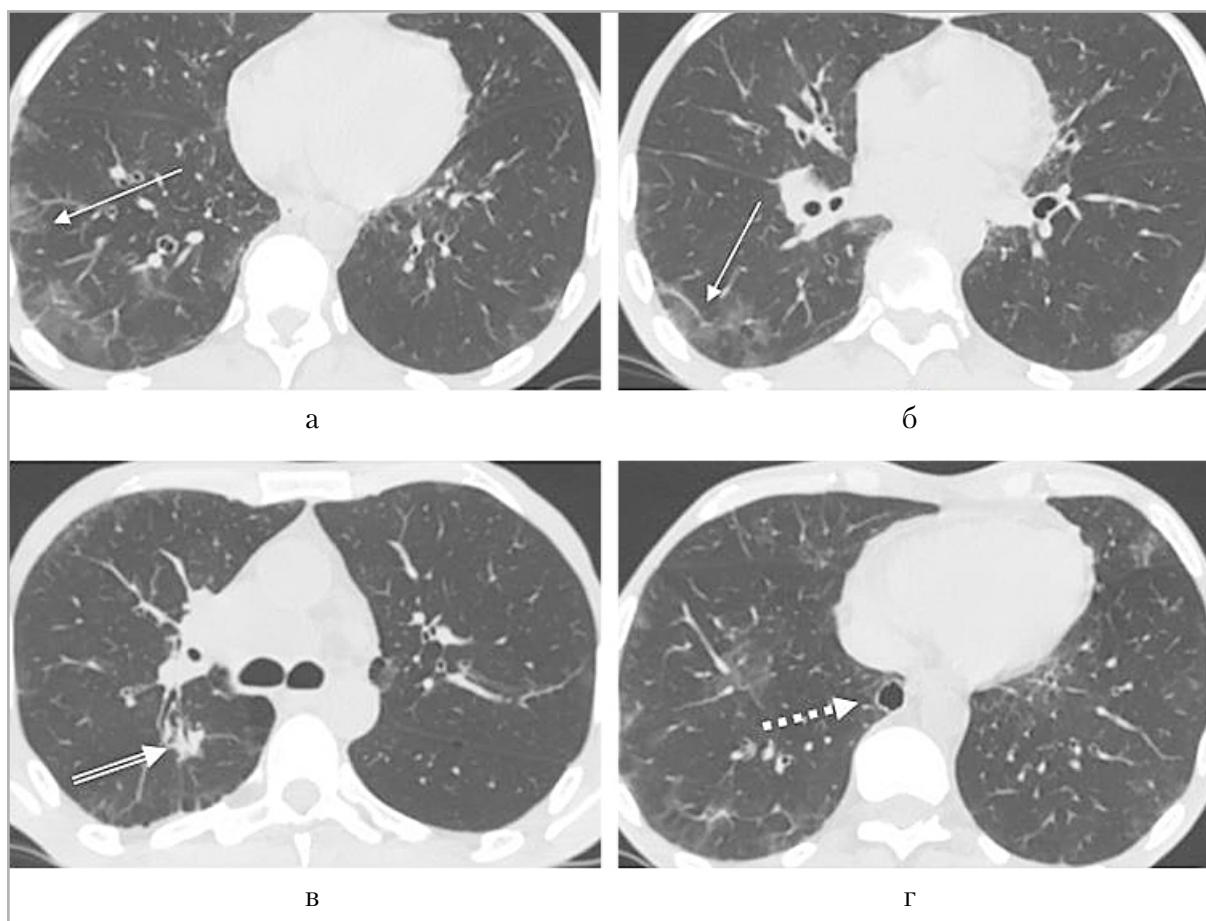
Контрольная МСКТ через две недели, рецидивирующее течение коронавирусной пневмонии: а, б — появление в базальных сегментах легких новых множественных зон матового стекла (*простые стрелки*); в — в S6 правого легкого узловое образование уменьшилось в размерах (*двойная стрелка*); г — в S10 правого легкого паравертебрально сохраняется полость распада (*пунктирная стрелка*)
